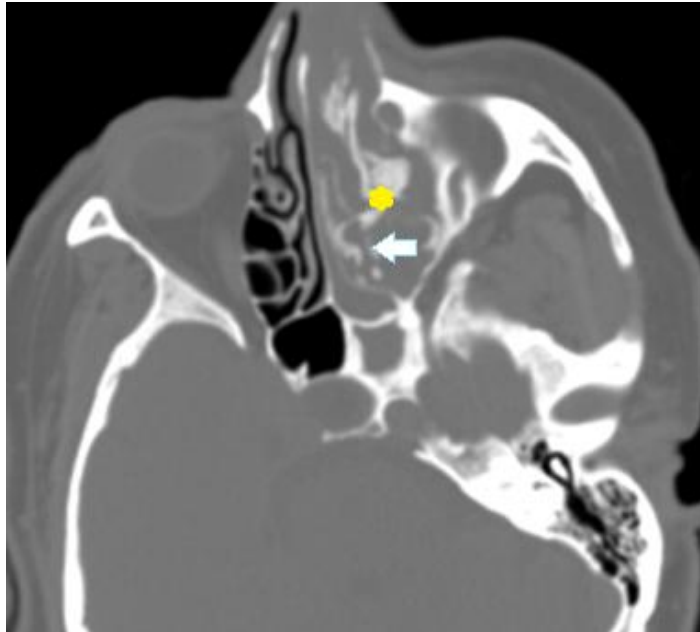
TDM massif facial en coupe axiale fenêtre osseuse objectivant des macro-calcifications (étoile) et la lyse des trabéculations ethmoidales (flèche)
